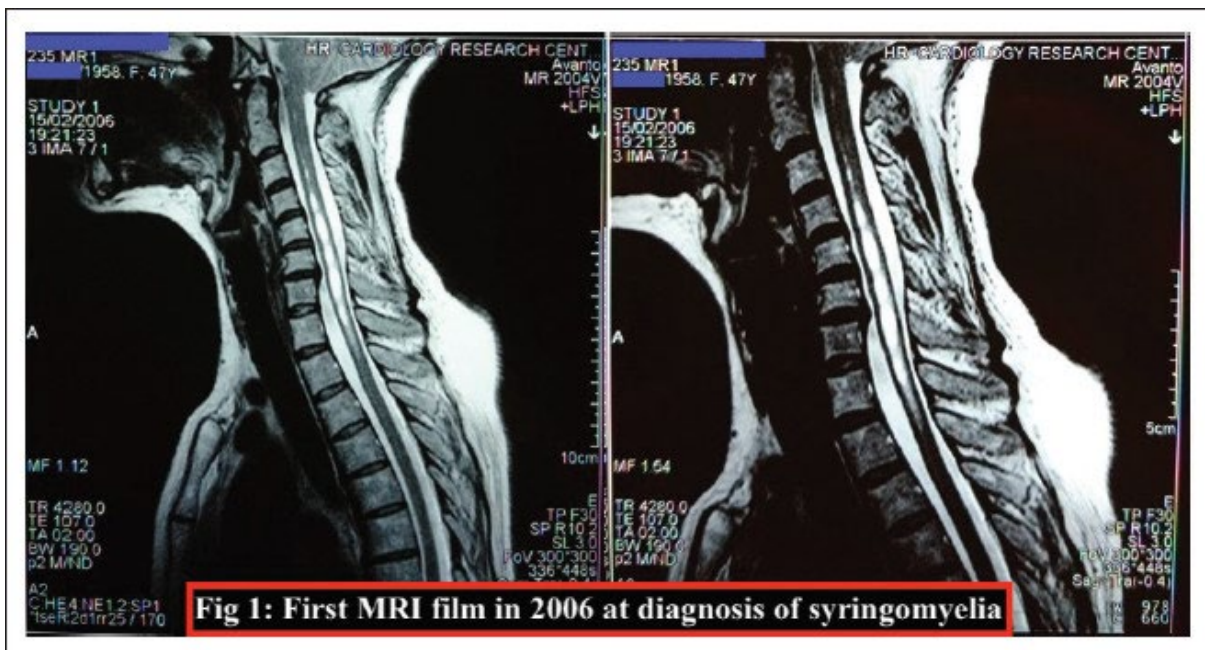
Filmul primului RMN din 2006 la diagnosticarea siringomieliei.
